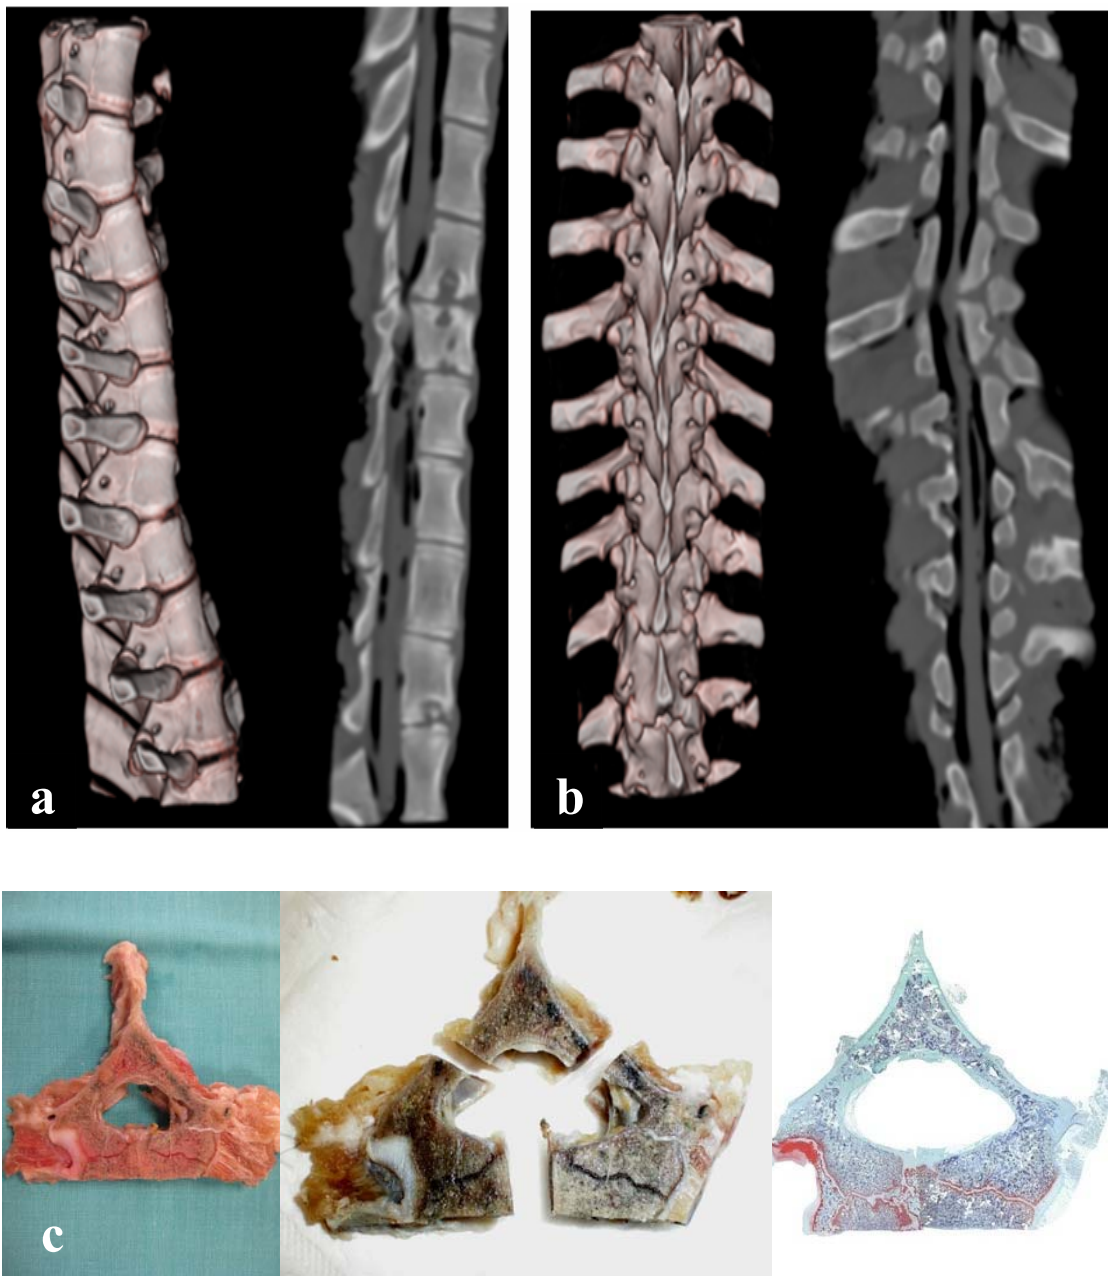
a) Reconstrucción 3 D lateral y corte sagital tomografía axial computerizada sin alteraciones en la alineación longitudinal del canal espinal; b) Reconstrucción 3 D posterior y corte coronal posterior tomografía axial computerizada. Alineación de las apófisis espinosas en las vértebras con hemifisiodesis sin estrechamientos en el canal espinal; c) Preparaciones histológicas mediotransversas.No se visualizan asimetrías en el canal espinal.
